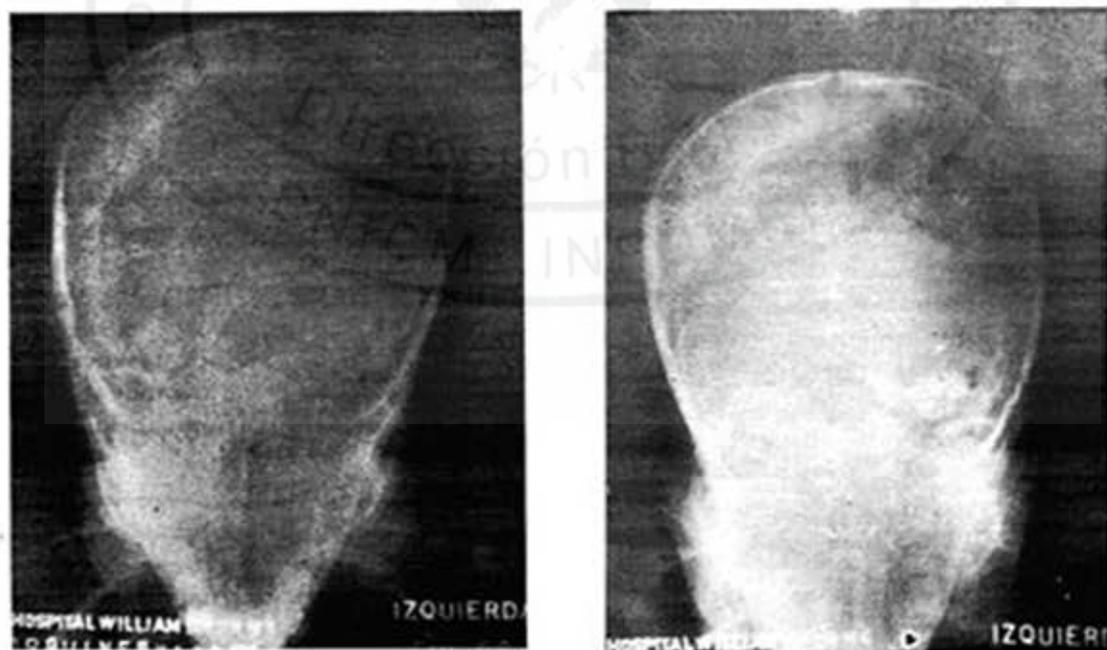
Radiografía de cráneo del caso 4. A la izquierda antes del tratamiento. A la derecha después del tratamiento.
